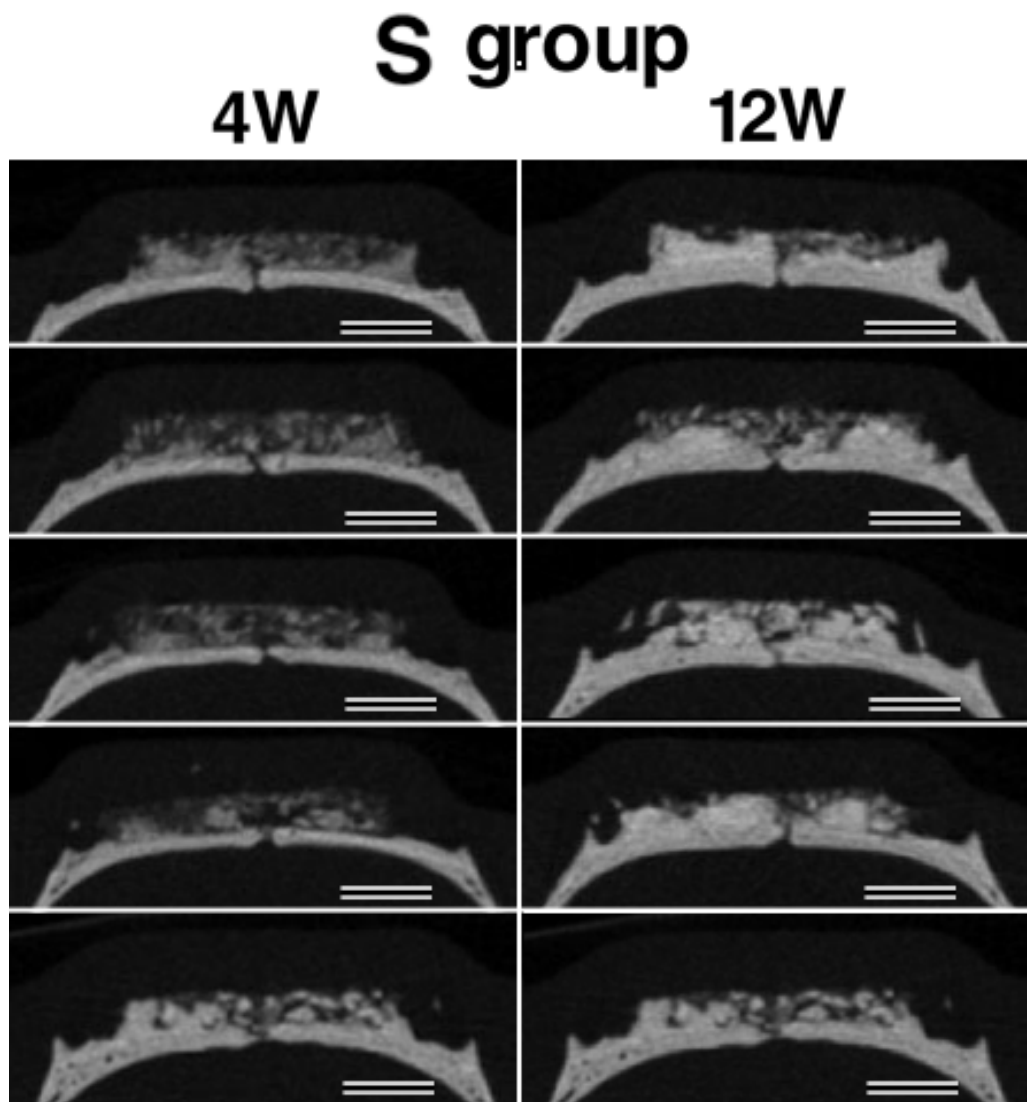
S 群の埋入後 4，12 週時のマイクロ CT 測定結果
